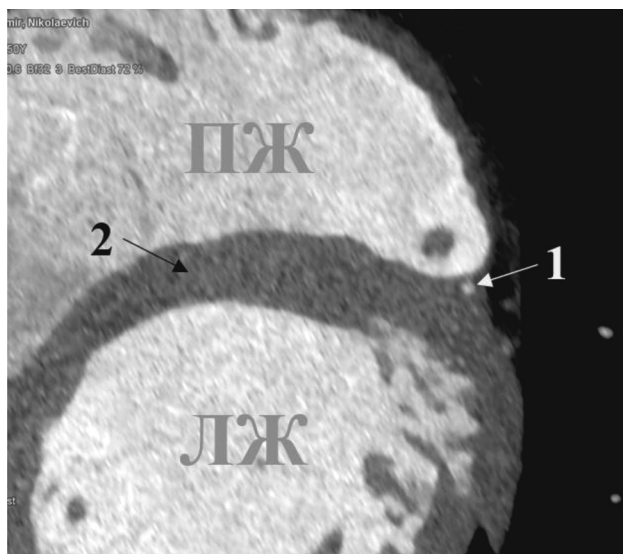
Подмостиковый участок ПМЖВ левой венечной артерии, расположенный на расстоянии 1 мм от полости правого желудочка (горизонтальная плоскость, вид снизу): 1 – подмостиковый участок ПМЖВ, 2 – межжелудочковая перегородка, ПЖ – полость правого желудочка, ЛЖ – полость левого желудочка. Изображение получено методом КТ у взрослого человека
